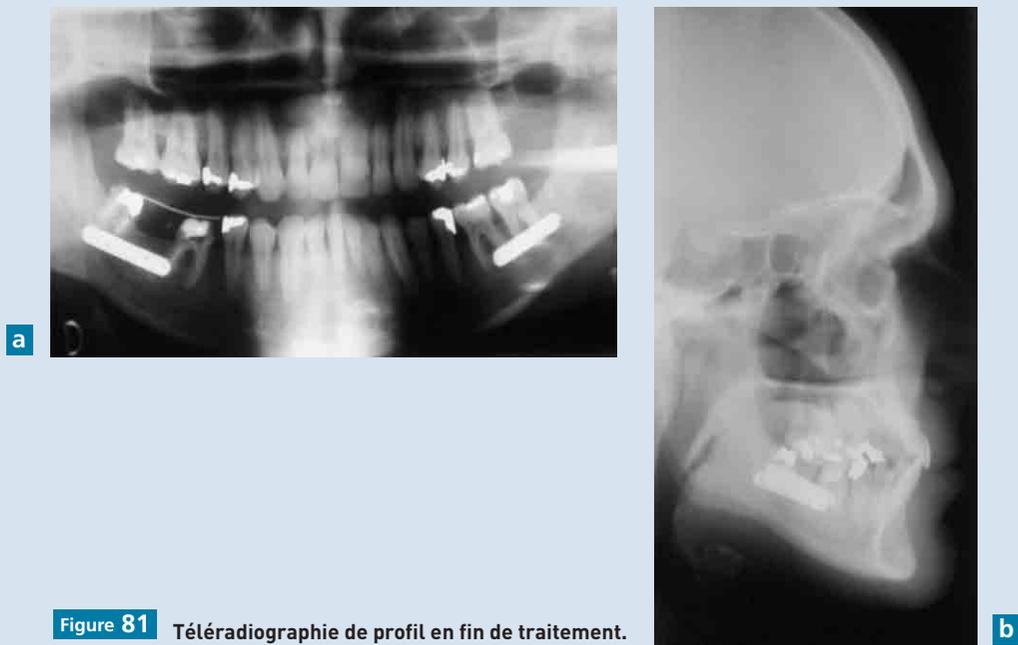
Téléradiographie de profil en fin de traitement.
